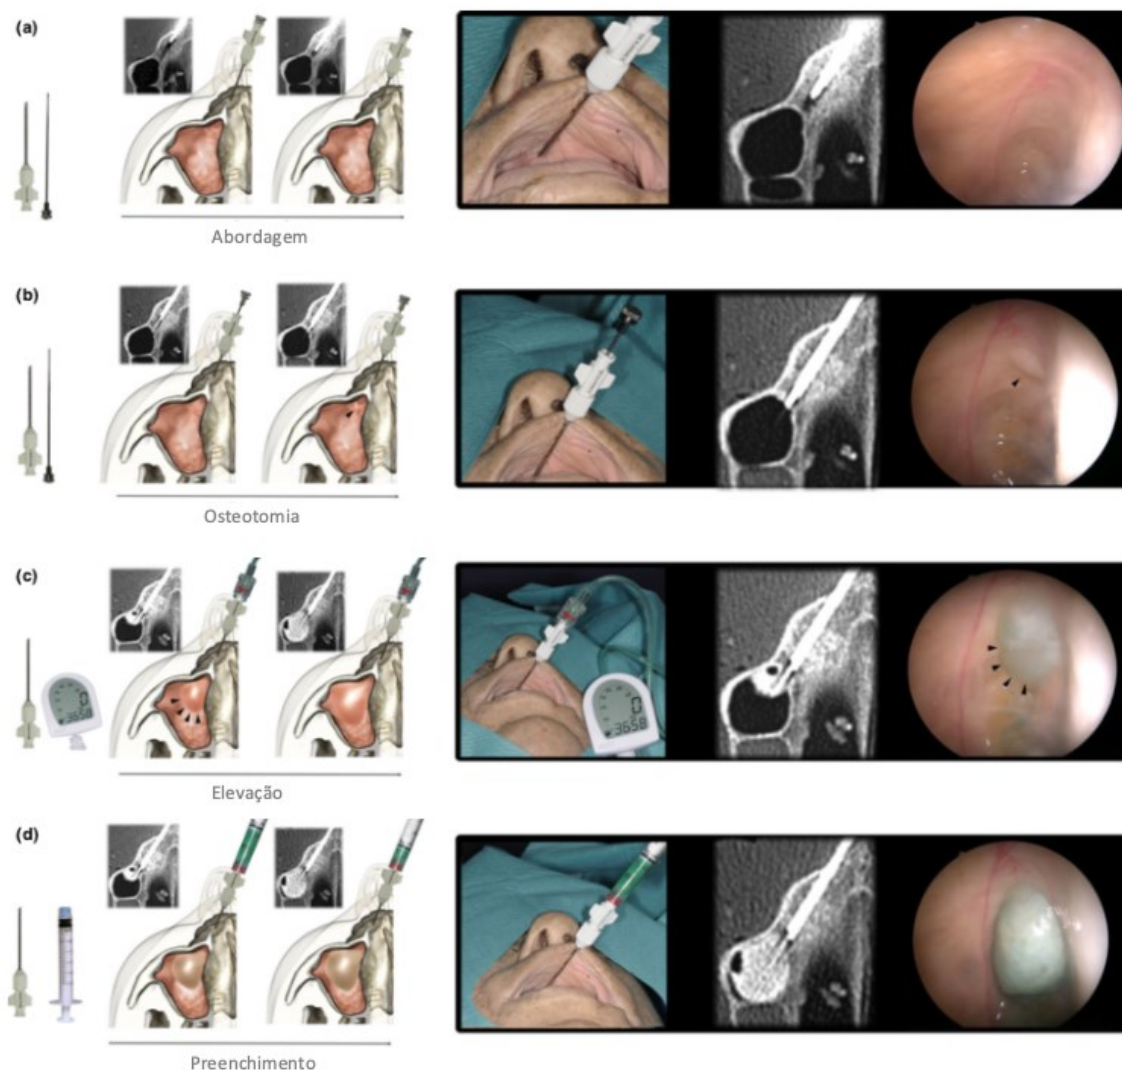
As etapas radiológicas da elevação do seio maxilar guiada por TC: (a) abordagem; (b) osteotomia; (c) elevação; (d) preenchimento (Adaptado a partir de Matern et al., 2016)
